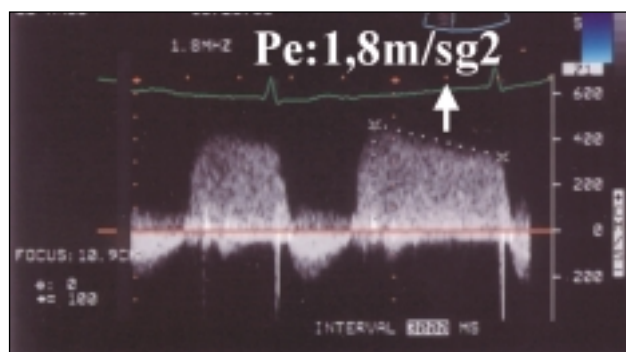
Doppler continuo de insuf. aórtica. Cálculo de la pendiente de deceleración del "jet" de insuf. aórtica (flecha).
